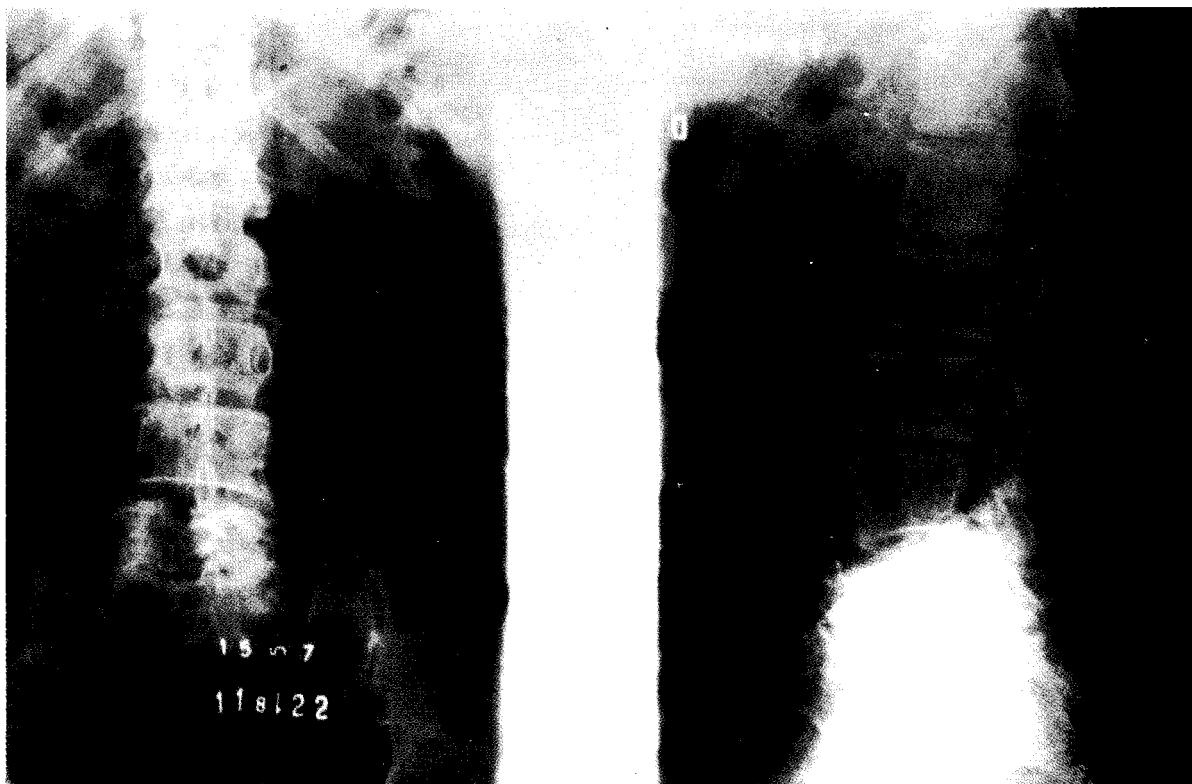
Radiografía del ingreso. Intensa espondilo-disco-artrosis lumbar. Pinzamiento total L₅S₁ y menos severo de L₄-L₅ y L₃-L₄. Calcificaciones de la pared aórtica. Ileo intestinal.
